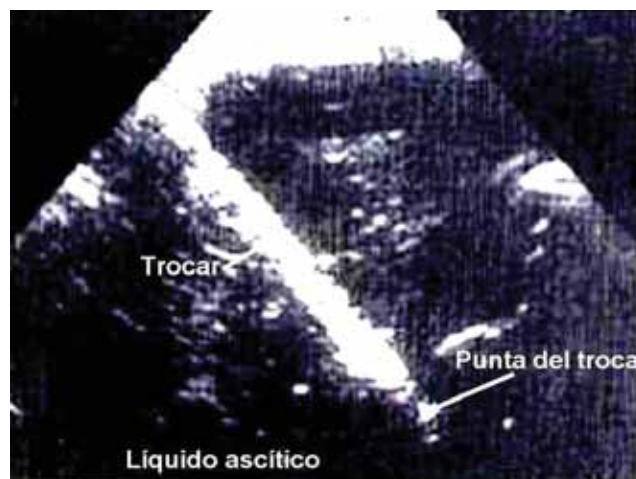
Paracentesis guiada por ecografía.
